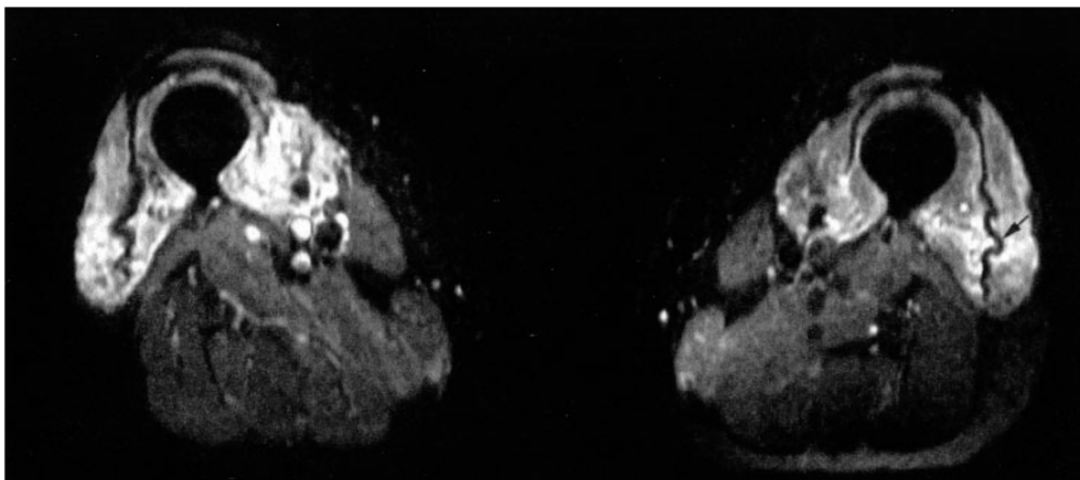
IRM, séquence T2 STIR, coupe axiale, cuisse, chez un malade atteint d'IBM [48]
